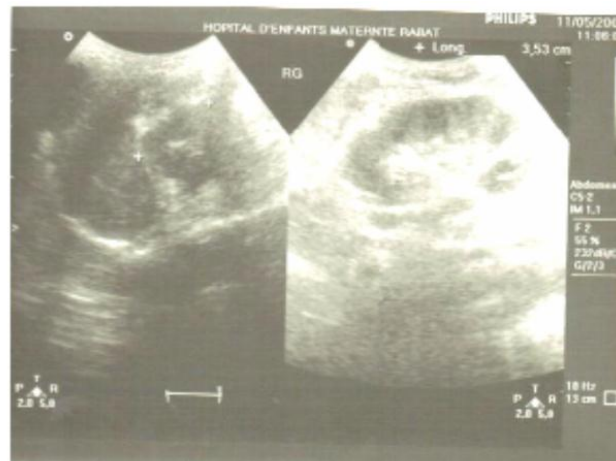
Image échographique d'un abcès rénal soit d'une tumeur kystique en faveur soit d'un abcès rénal soit d'une tumeur kystique.
